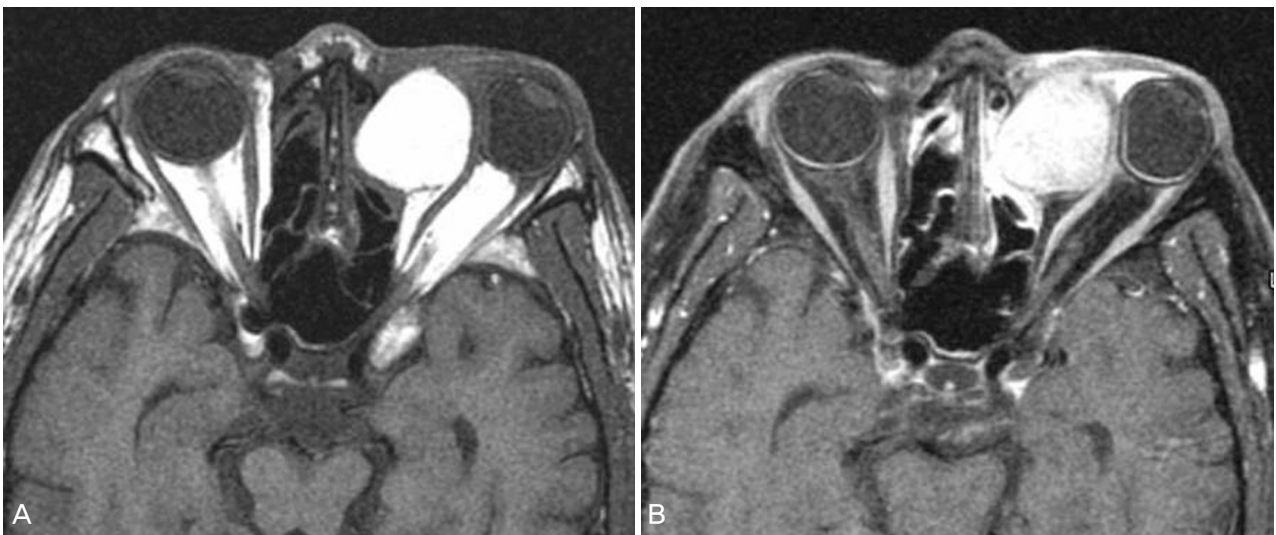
Preoperative axial view of orbital MRI reveals a well-defined cyst of the nasal orbit showing high signal intensity on T1- (left) and relatively homogenous enhanced on post-contrast fat suppressed T1-weighted image (right). Globe compression and bone remodeling are seen.
